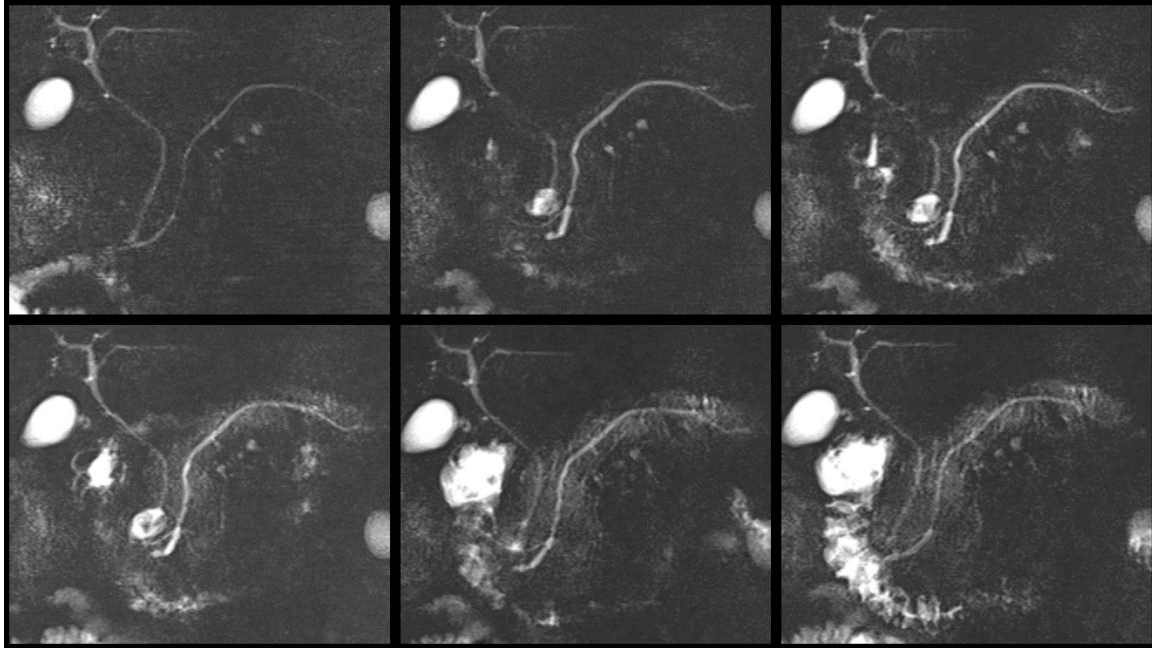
Estudio mediante Colangio-Pancreato-Resonancia Magnética estimulada con secretina, mostrando el comportamiento del conducto pancreático principal en una secuencia de 10 minutos entre la primera y la última imagen
